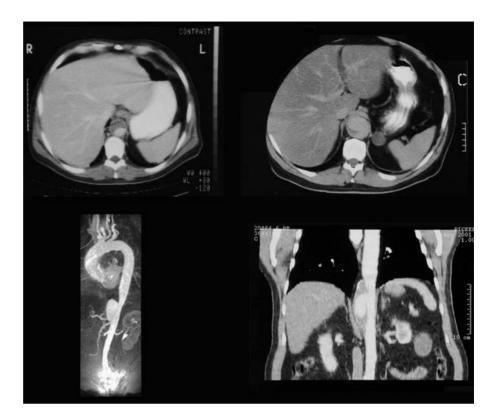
La tomografía computarizada (TC) muestra un hematoma intramural de aorta descendente (superior izquierda). A los 6 meses el hematoma evoluciona con una disección localizada (superior derecha). La TC helicoidal (inferior izquierda) muestra una imagen de seudoúlcera secundaria a la comunicación del hematoma con la luz aórtica a partir de una disección localizada (inferior derecha).
